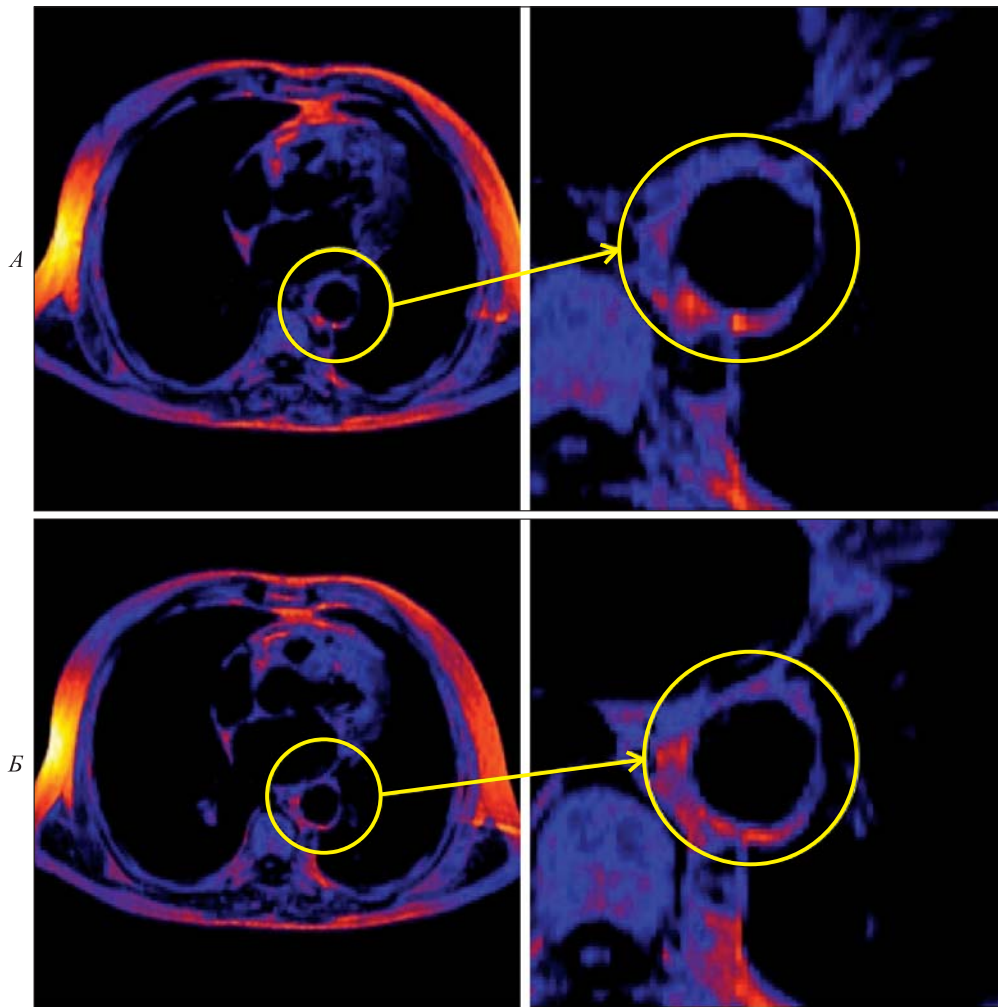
МР-томографическое исследование ОГК у пациента с опухолевой патологией легких при отсутствии клинического атеросклероза: *А* – T1-взвешенное изображение до введения контраста, *Б* – T1-взвешенное изображение после контрастирования – отсутствие накопления контраста-парамагнетика в стенке аорты
